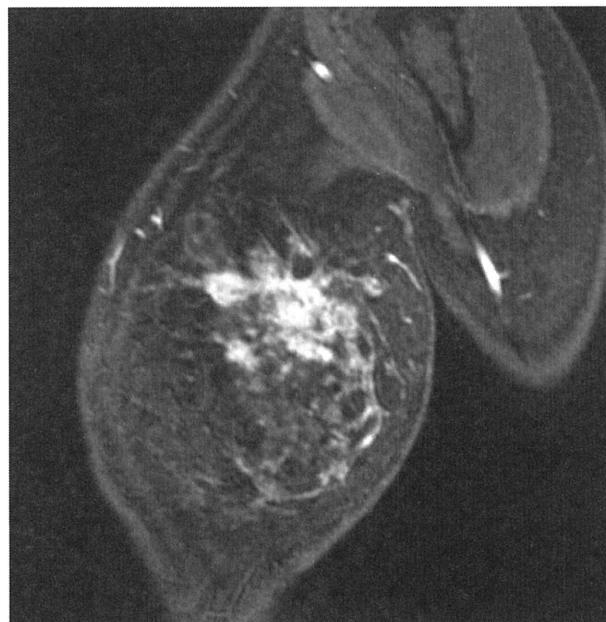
Image of the arterial early phase of 3D-dynamic MRI with papillotubular carcinoma in a 40-year-old woman. 4.03/1.5/1 (TR/TE/excitation)
